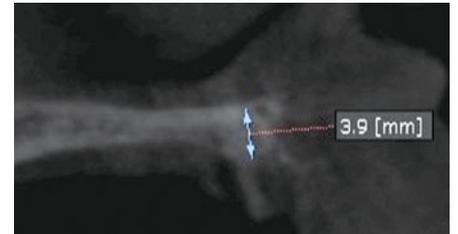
術前の CT 像。鼻腔底までの骨の厚みは 4mm 以下であった。
